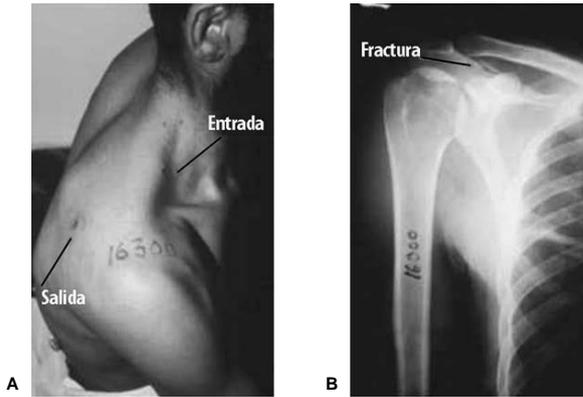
A. Heridas de entrada y salida pequeñas del acromion: fase 1, herida en canal estrecho; solamente lesión transfixiante. B. La radiografía muestra una pequeña fractura perforante.
